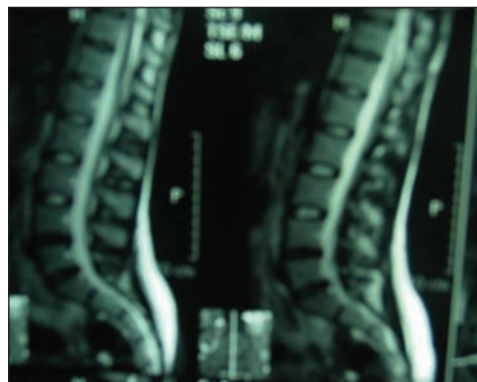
МРТ-дослідження попереково-крижового відділу хребта хворої С.
